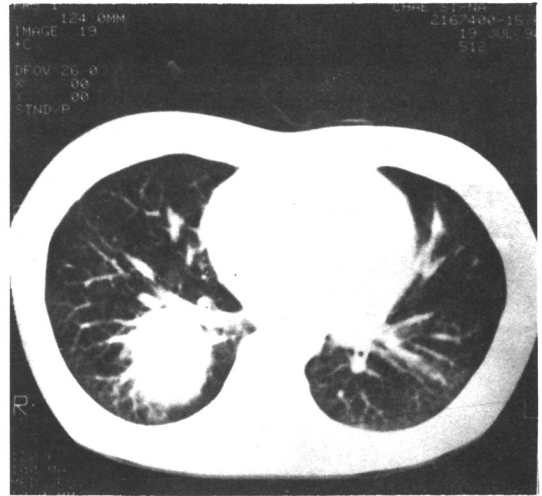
Chest CT scan shows strong enhancing density without contrast enhancement on Rt. lower lobe posterior segment and multiple variable sized nodules on both lung field.
